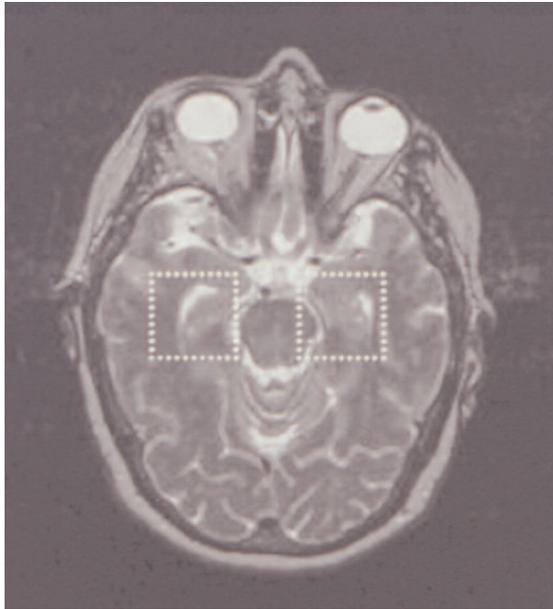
Imagen de resonancia magnética potenciada en T2 en la que se observan hiperintensidades en el hipocampo (dentro de los dos cuadrados marcados).
